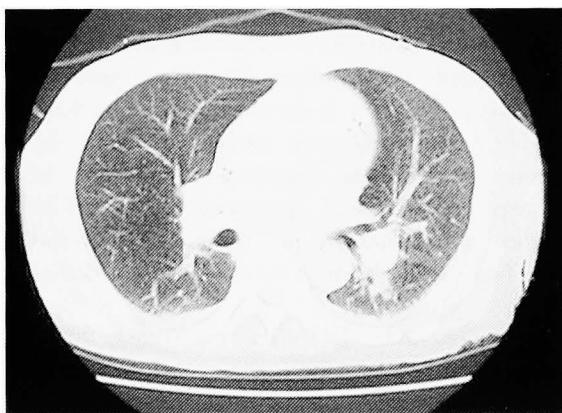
Chest CT showed clear lung fields.
